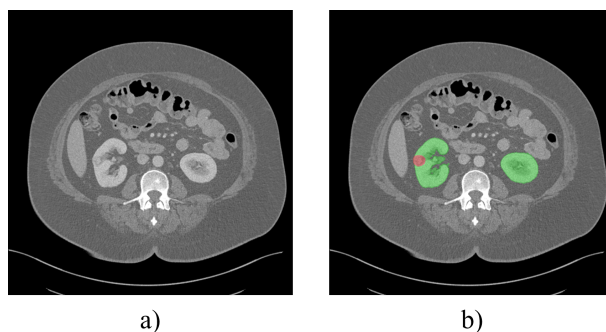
Exemplo da base KiTS21. (a) Fatia do exame de TC e (b) marcação dos rins, cistos e tumores disponibilizada. Fonte: [Heller et al. 2021]
